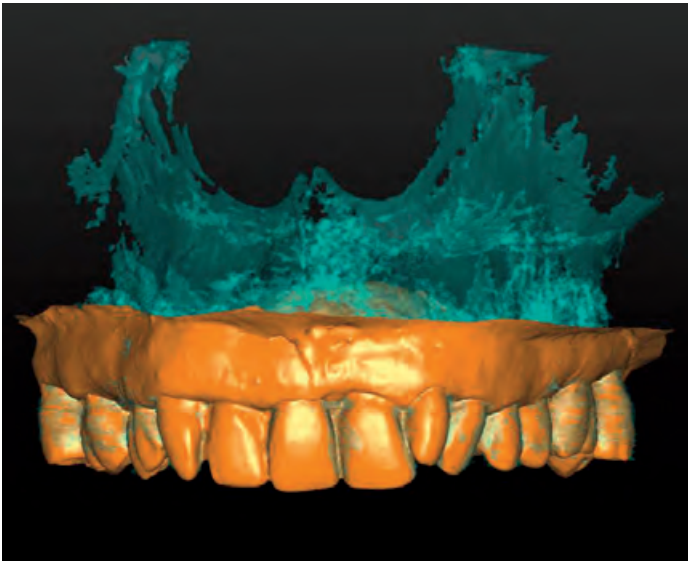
Die Knochenoberfläche des CT-Bildes wird in der Software in einer anderen Farbe dargestellt als die Oberfläche des Modells (Zähne, Weichgewebe), was eine gute Übersicht gewährleistet
